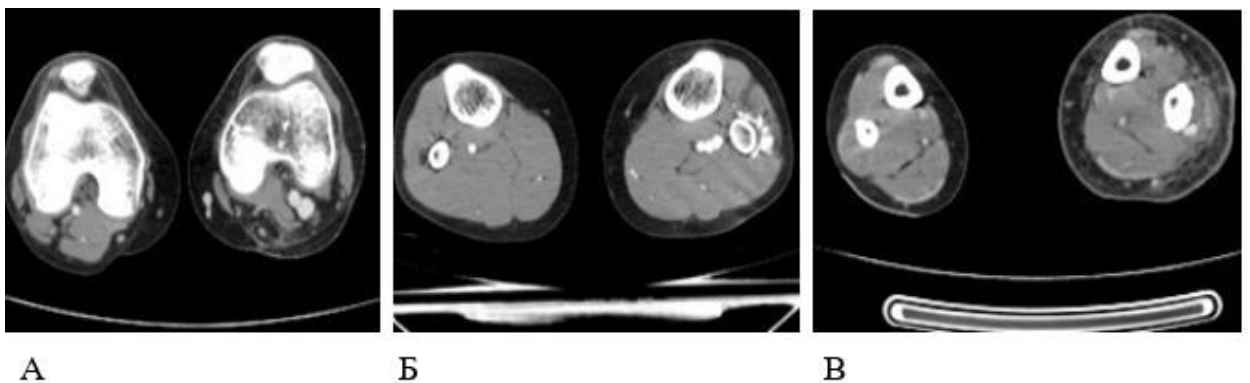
А), Б), В). Поперечні зрізи у верхній, середній і нижній третині гомілки МСКТ-ангіографії пацієнтки М. після оперативного лікування (група ІІІ).
